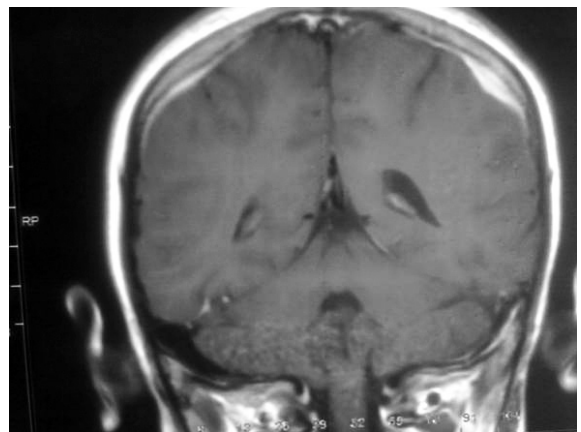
Kranial BT'de yumuşak doku lezyonları.
